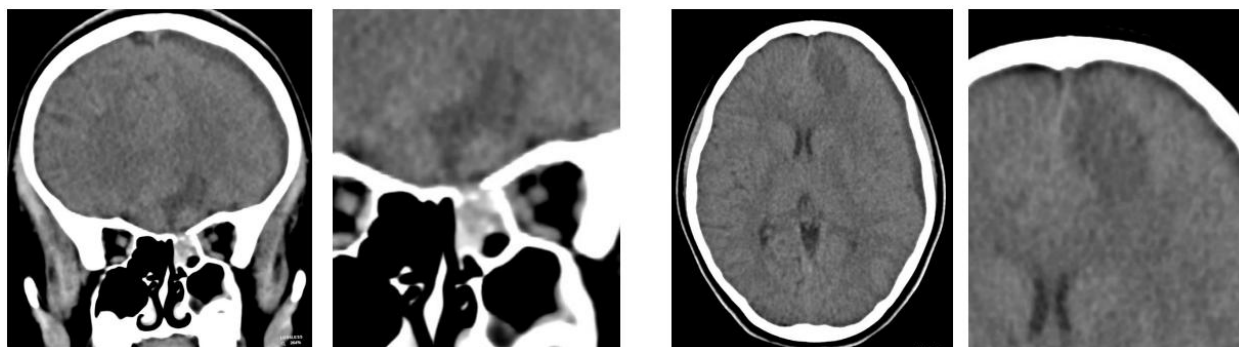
Tomografia computadorizada de crânio sem contraste (cortes axiais). Observa-se pansinusopatia esquerda com velamento dos seios frontal e maxilar. Achado crítico: erosão da placa cribriforme à esquerda com comunicação direta ao espaço subaracnóideo. Nota-se hipodensidade mal definida em região frontobasal homolateral.
